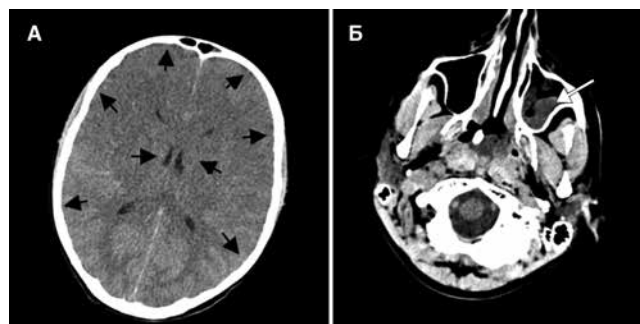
КТ головного мозга (А) и придаточных пазух носа (Б) ребенка В., 14 лет
